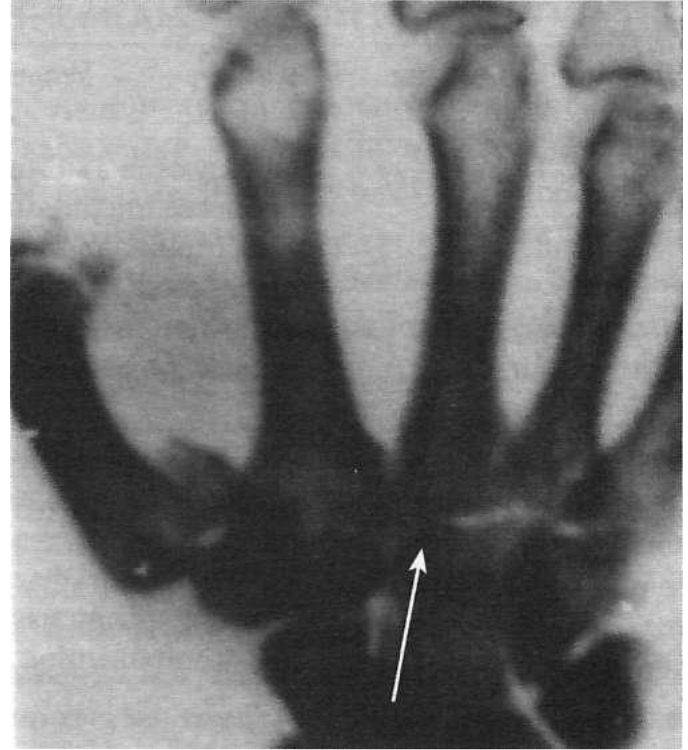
Варианты характерных травм кистей водителя, образующихся в результате срыва рук с рулевого колеса и последующего удара о элементы торпедо: а - травматическая ампутация первого пальца, б - рентгенограмма правой кисти, где отмечается смещение основной фаланги первого пальца правой кисти, в - кровоподтеки и ссадины тыльной
